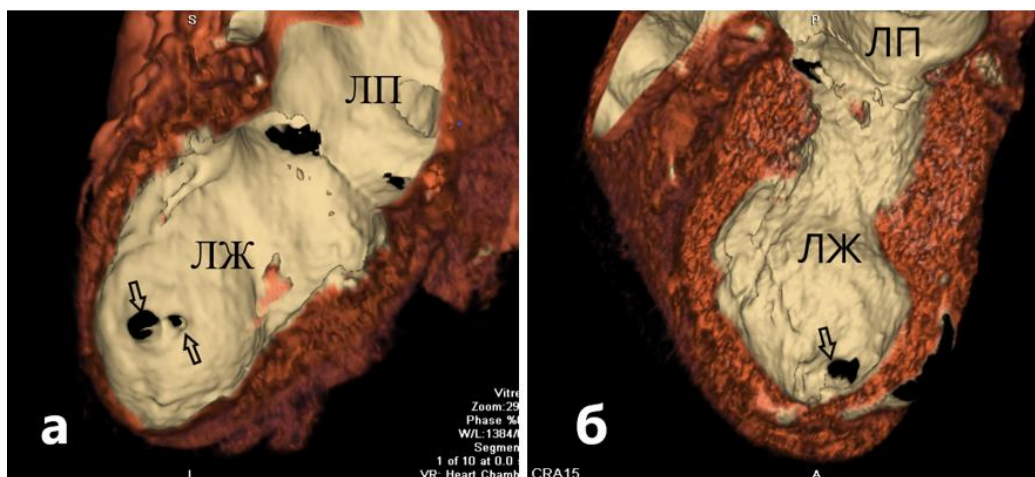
Трехмерные КТ реконструкции (VR Heart Chambers) с ручным удалением стенок ЛЖ и ПЖ для лучшего отображения межжелудочковой перегородки (вид со стороны ЛЖ): а) в апикальном сегменте МЖП определяются два дефекта (стрелки); б) в апикальном сегменте МЖП определяется одиночный дефект (стрелка); Сокращения: ЛП – левое предсердие, ЛЖ – левый желудочек, МЖП – межжелудочковая перегородка
